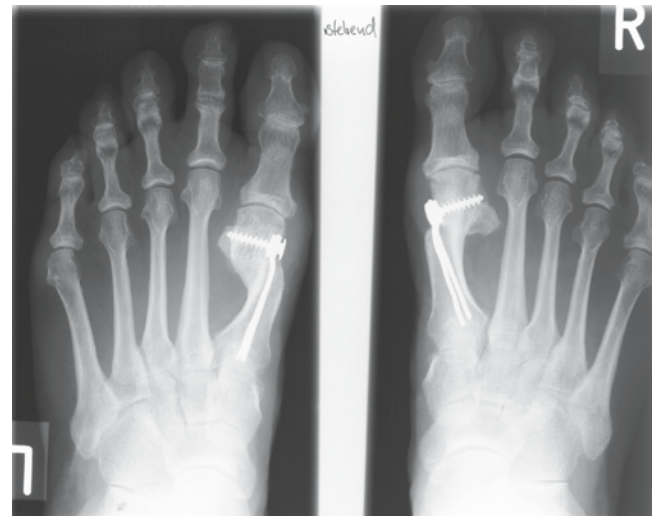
▲ Röntgenbild ein Jahr postoperativ
